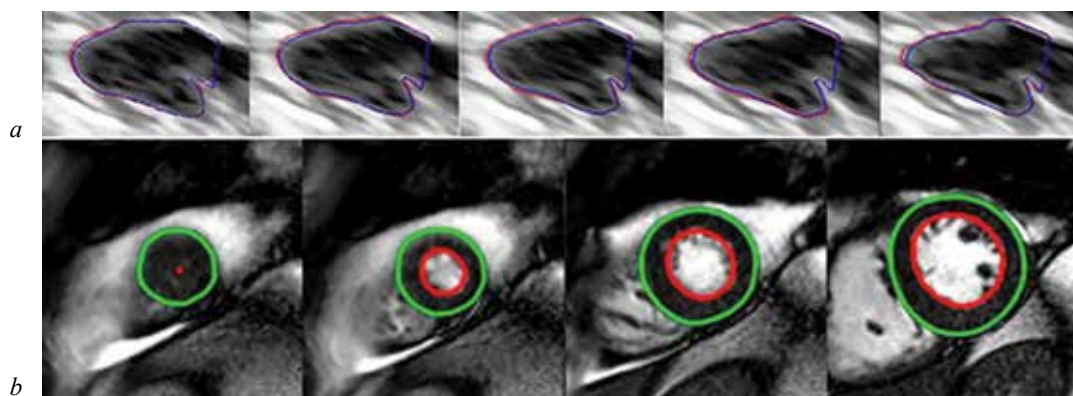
Результаты сегментации: *a* – последовательных эхокардиографических изображений, показанные в работе [28]; *b* – результат сегментации эндо- и эпикарда на МРТ-изображениях от вершины до основания, полученные CNN [32]
